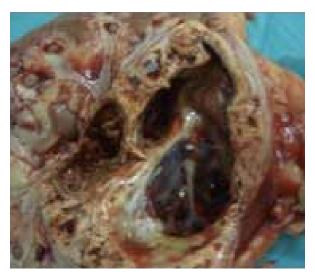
A) Tomografía en la que se observa tumor quístico con gruesos e irregulares tabiques y B) Pieza de nefrectomía que muestra el tumor tabicado.
